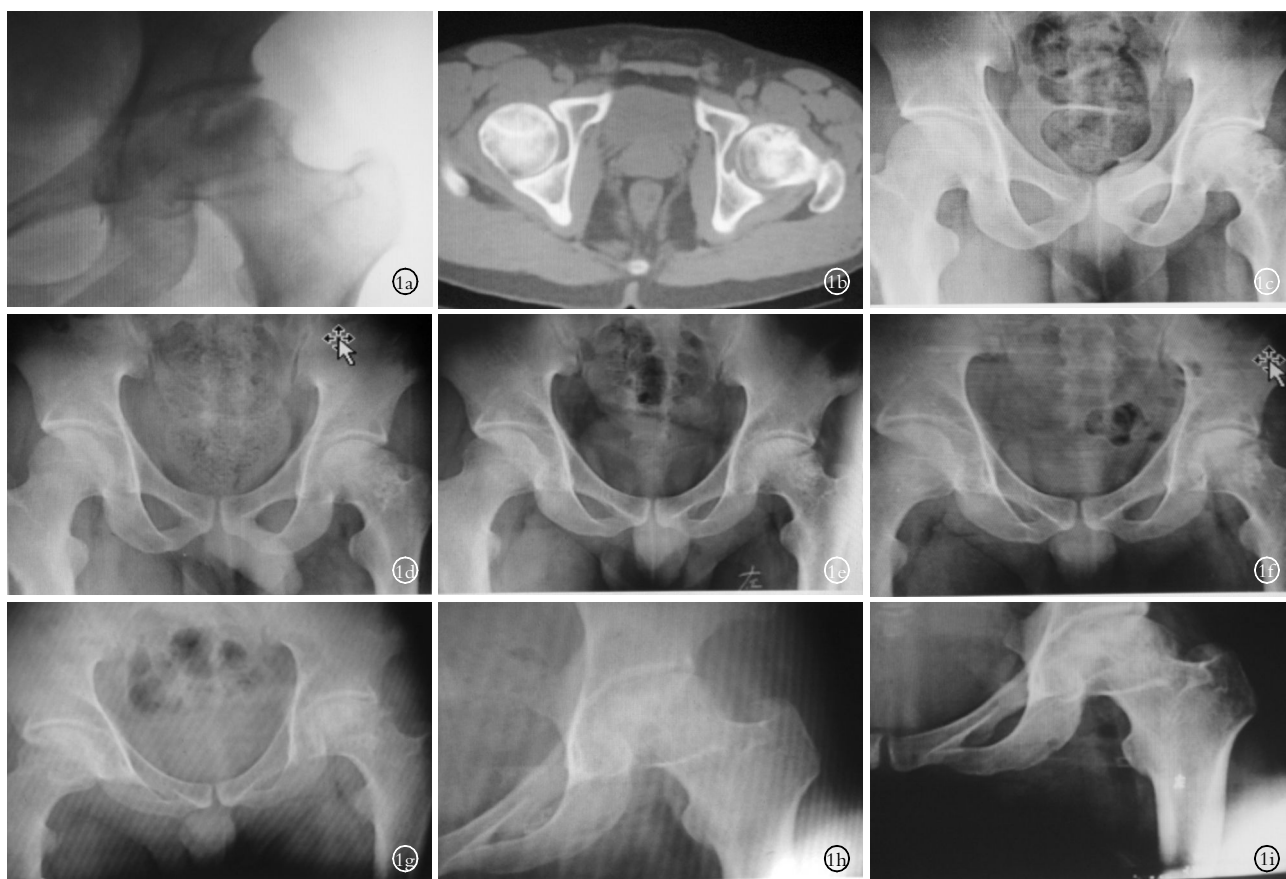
男, 46 岁, 因股骨头坏死行经颈开窗死骨刮除、颗粒骨打压植骨、持续骨牵引治疗 1a. 术前 X 线片 1b. 术前 CT 片 1c. 术后 1 个月 X 线片 1d. 术后半年 X 线片 1e. 术后 1 年 X 线片 1f. 术后 2 年 X 线片 1g. 术后 3 年 X 线片 1h. 术后 4 年 X 线片 1i. 术后 5 年 X 线片
